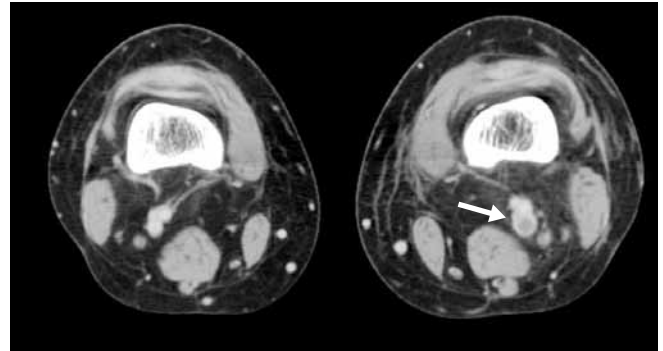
CT images for a 37-year-old woman (protocol B) CT scan of delayed phase shows deep venous thrombus as filling defects in the left popliteal vein (arrow). Hounsfield unit measurement of the right popliteal vein y was 115 HU.
